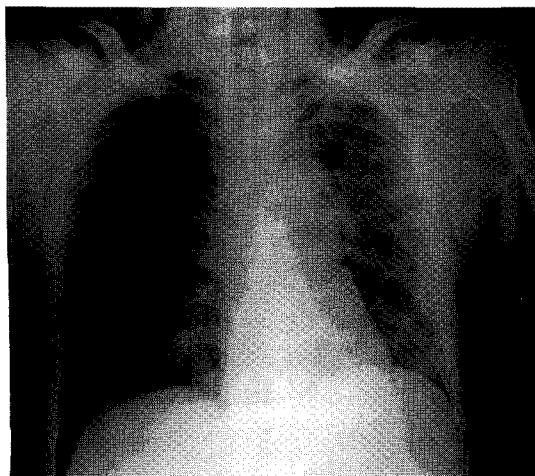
Initial chest roentgenogram of the patient showing marked subcutaneous emphysema, pneumomediastinum and right-sided pneumothorax.
